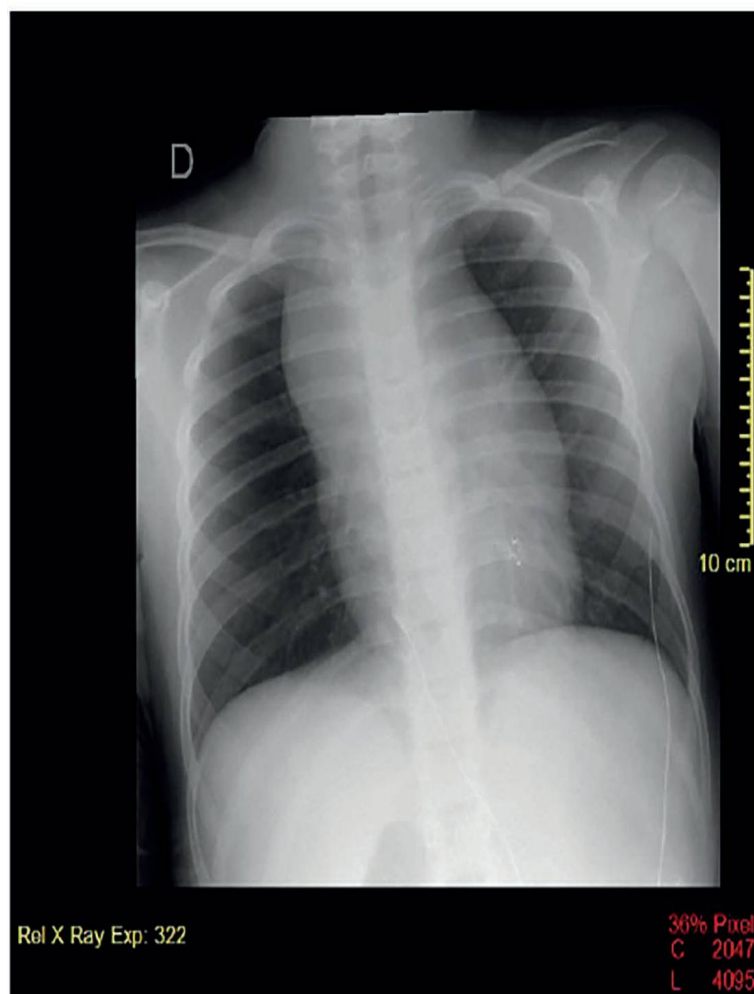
radiographie osseuses : élargissement du médiastin supérieur chez un enfant avec LAL-T. [30]
